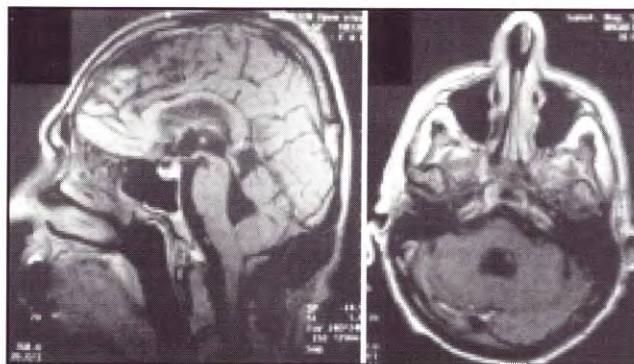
IRM postoperatoria realizada a los 120 días. A. IRM sagital en T1 con contraste: se observa la exéresis completa de la lesión. B. IRM axial en T1 con gadolinio.
